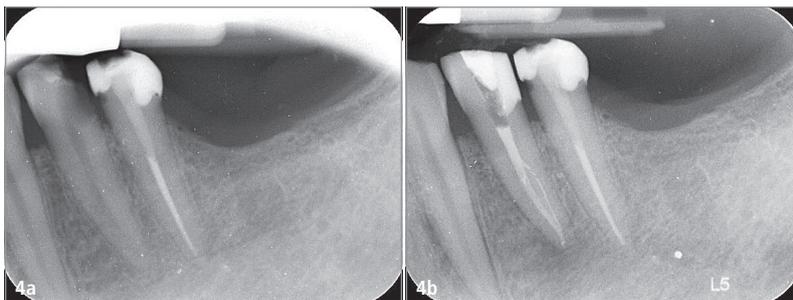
Der Zahn 34 weist eine große Karies auf und erfordert eine endodontische Behandlung. – Abb. 4b: Die postoperative Röntgenaufnahme zeigt eine Schleife im Wurzelkanalsystem.
